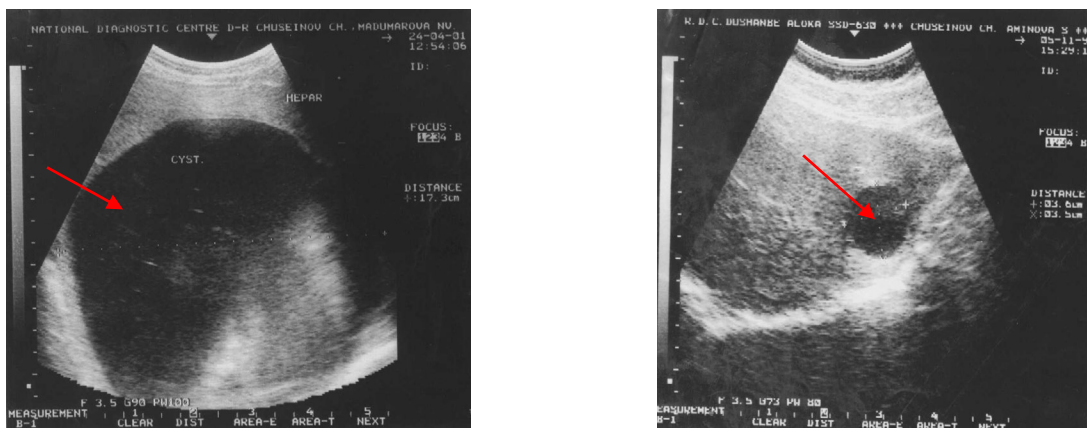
УЗИ печени. Однокамерная эхинококковая киста печени с четкими и ровными контурами
